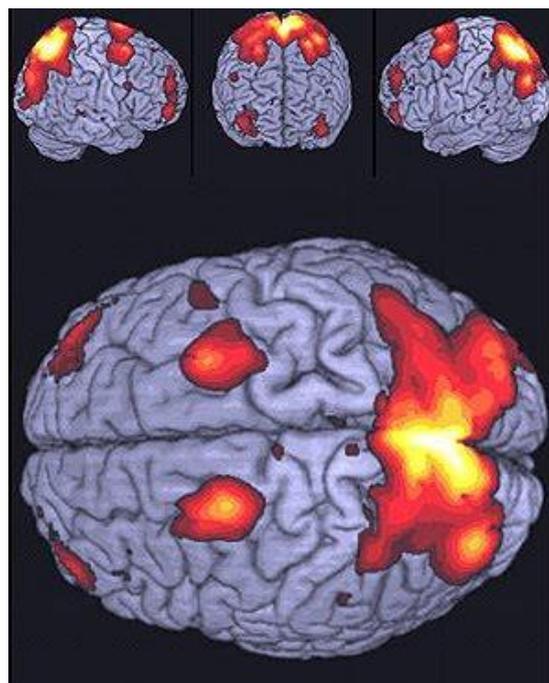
Imagen de una Resonancia Magnética Funcional (RMNf)
